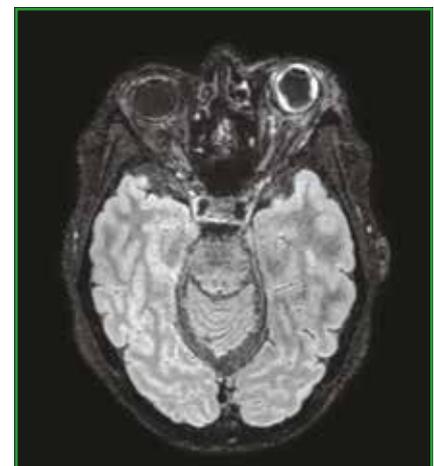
Aspect en IRM d'une pansclérite avec visualisation d'un épaissement scléral en hypersignal scléral.
